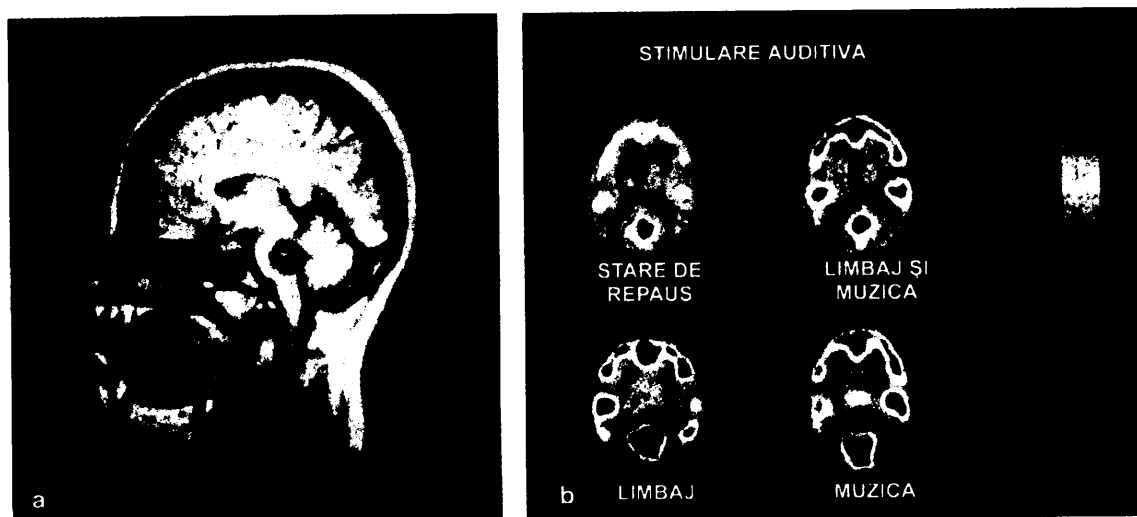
a* – Imagine PET care prezintă trei zone ale emisferei stângi; *b* – Zonele de culoare roșie indică maximumul de activitate a creierului; zonele de culoare albastră indică minimumul de activitate a creierului.
